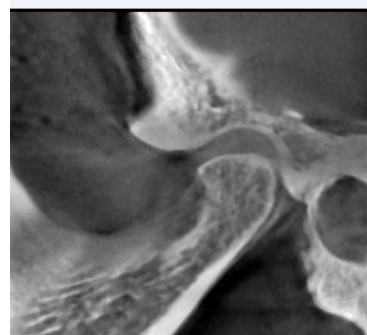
CT image of temporomandibular
